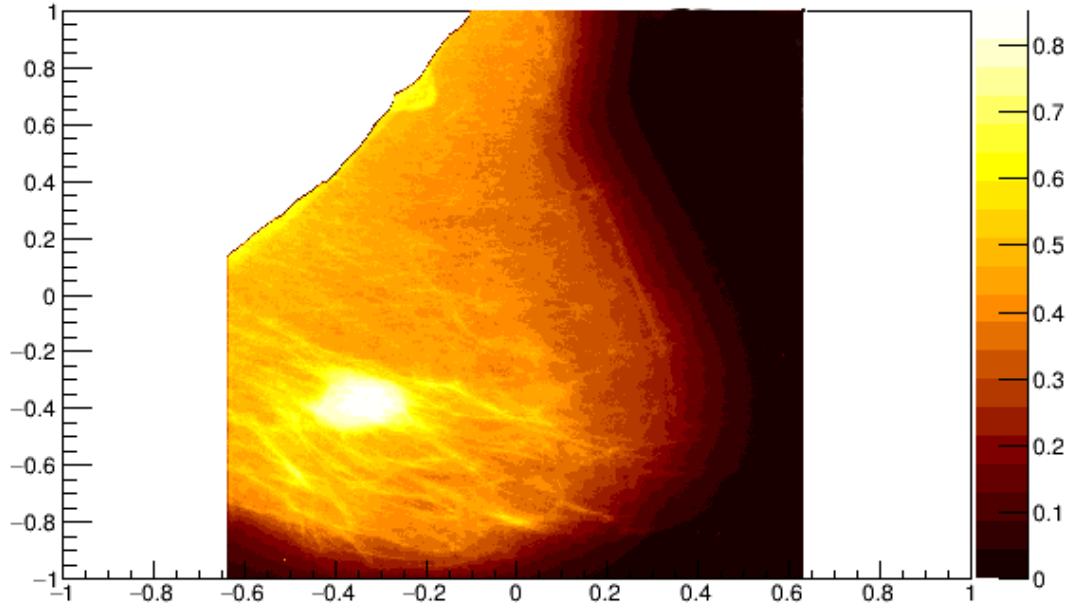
MRI de la mamografía mdb 028, clasificada como tejido F con una masa bien definida
